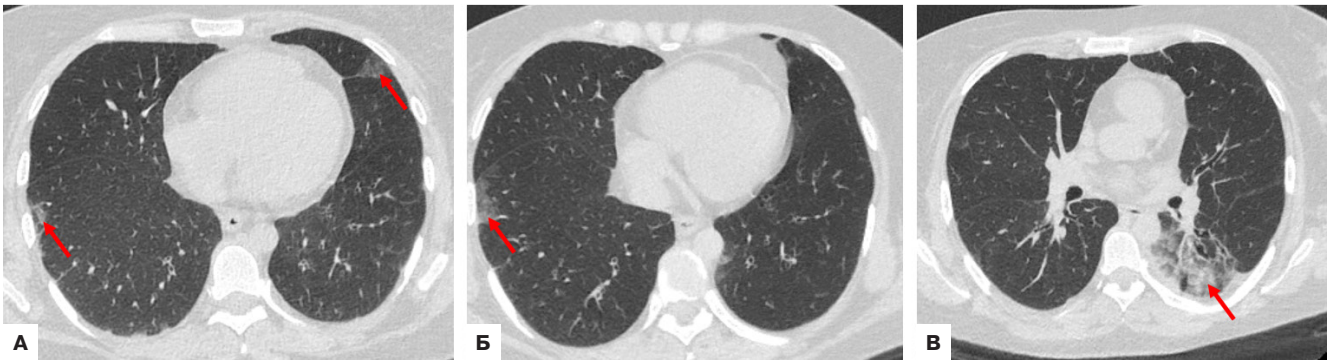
Пациент 1. КТ грудной клетки в динамике — при поступлении (А) и после тромболизиса на 2 сут. (Б, В), аксиальная плоскость.
